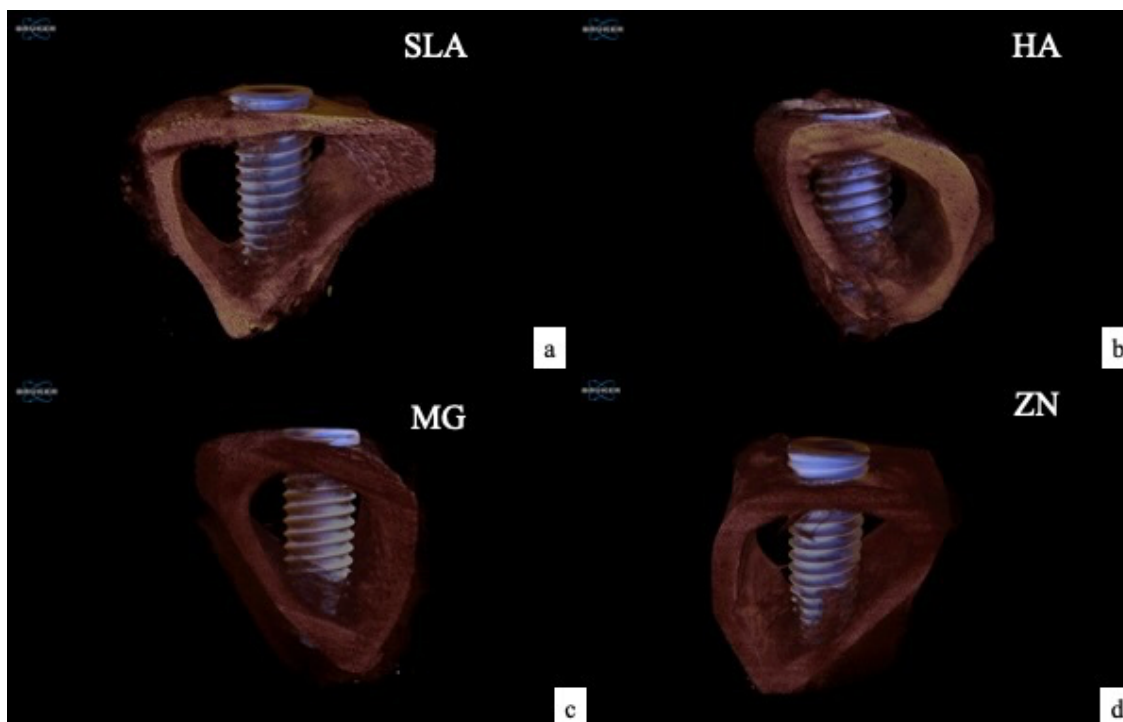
Imagens do micro-TC tridimensionais reconstruídas. a. Grupo SLA; b. Grupo HA; c. Grupo MG; d. Grupo ZN.
